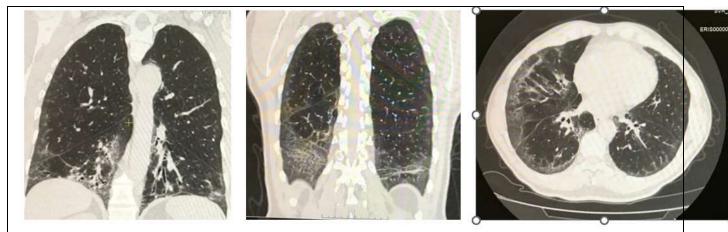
Результаты КТ органов грудной клетки больной
